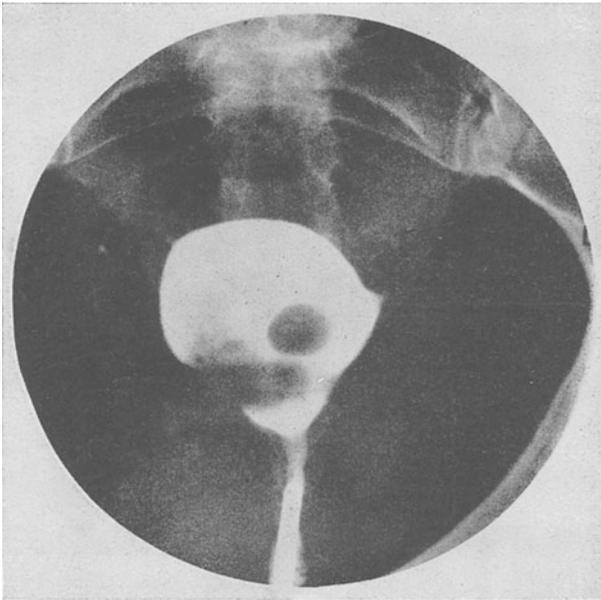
Submuköses Myom (Röntgenbild).
